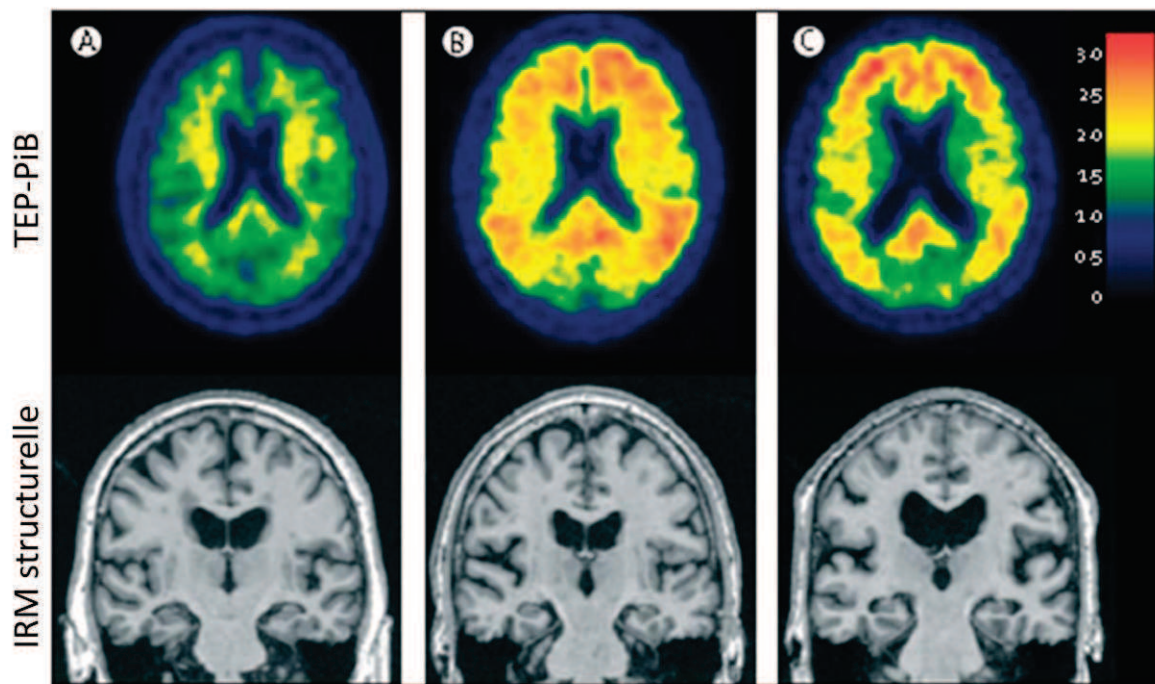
Détermination du stade de la maladie d'Alzheimer en TEP-PiB ou en IRM structurelle. (A) Cerveau d'un sujet âgé cognitivement sain sans trace de dépôts amyloïdes en TEP-PiB (panel supérieur) ou d'atrophie cérébrale en IRM structurelle (panel inférieur). (B) Cerveau d'un patient au stade pré-symptomatique présentant de nombreux dépôts amyloïdes (scan TEP-PiB positif, panel supérieur) mais pas d'atrophie cérébrale (panel inférieur). (C) Cerveau d'un patient atteint de démence de type Alzheimer présentant de nombreux dépôts amyloïdes (scan TEP-PiB positif, panel supérieur) et une atrophie cérébrale significative. [125]
